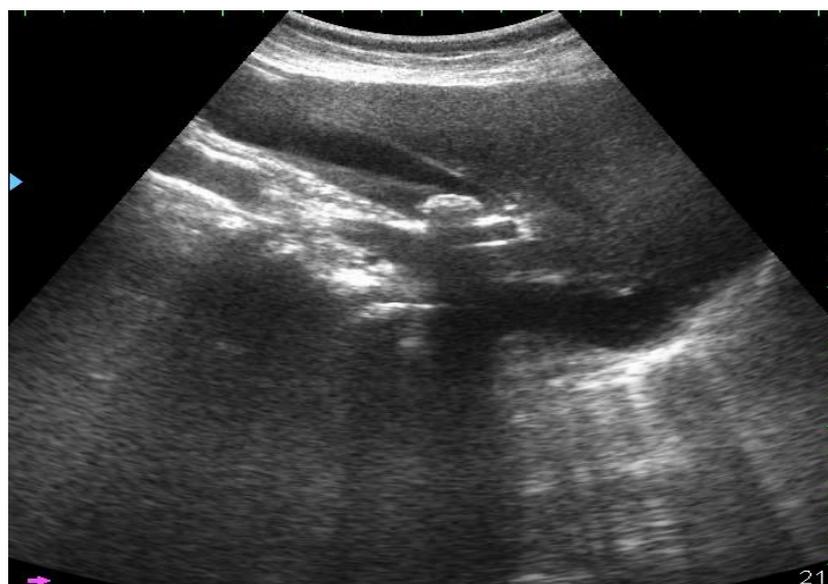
УЗИ. Раздвоение контура ЖП
